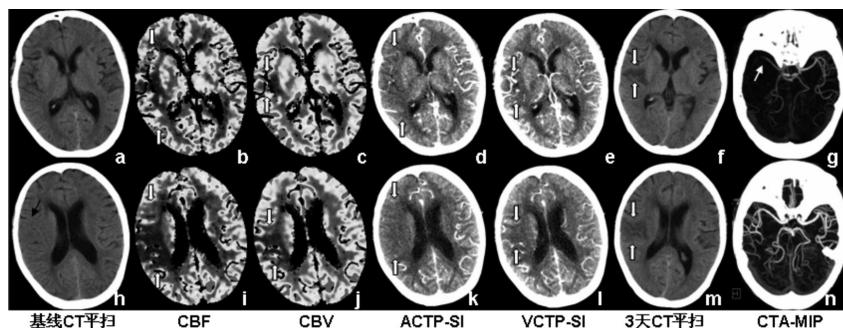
患者74岁，女性，左侧肢体偏瘫，接受CT检查时发病6小时40分钟，该患者接受了急诊rtPA溶栓治疗。基线图像为a-e和h-i，f/m/n为3天后复查图像。
